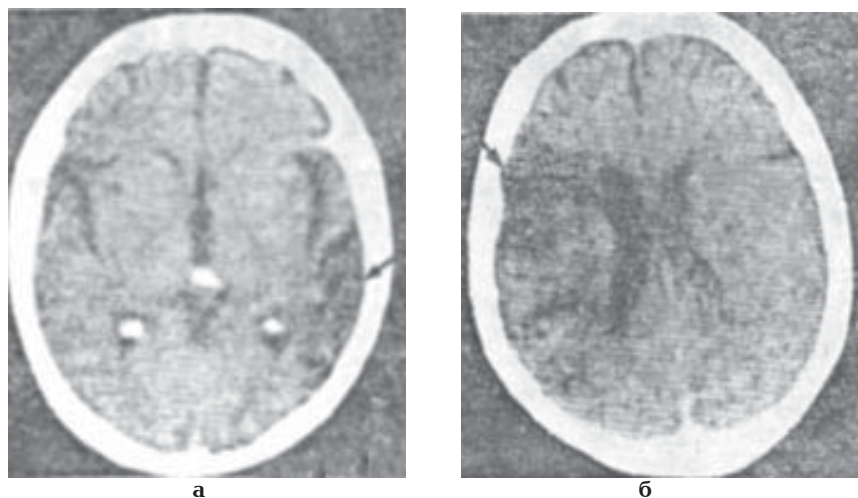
Аксиальні комп'ютерні томограми. Зрізи на рівні нижніх відділів вискових (а) і середніх відділів тім'яних (б) часток (за Коваль Г.Ю. і соавт., 1984). Ішемічні вогнища в лівій і правій виличних ділянках показано стрілками. Звапнення шишкоподібного тіла і судинних сплеть бокових шлуночків.
